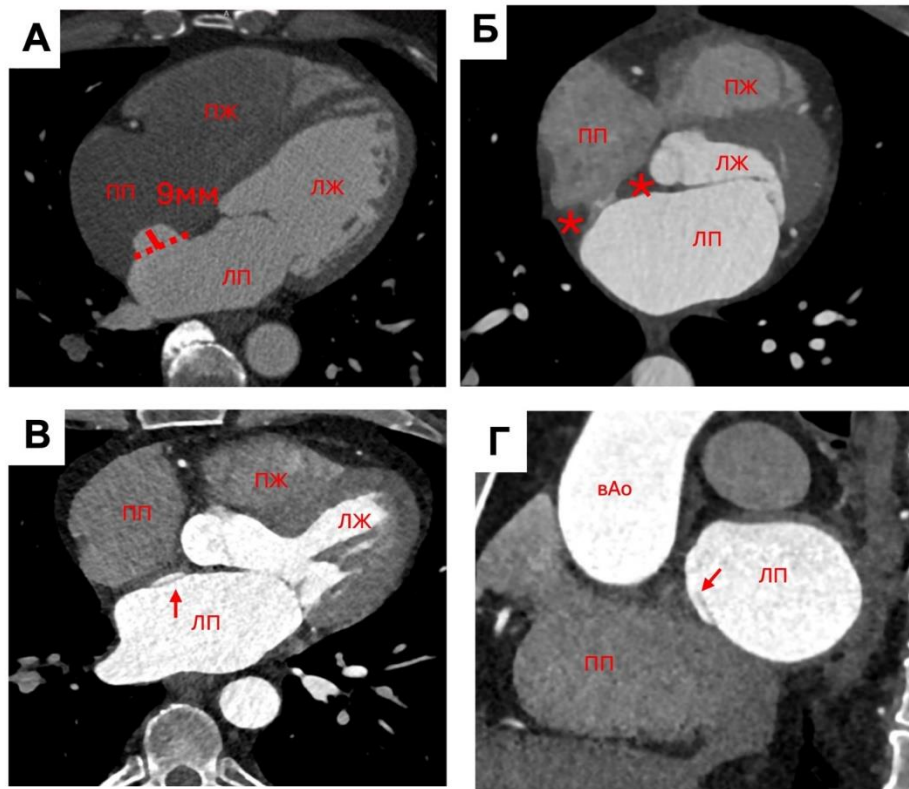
МСКТ-АГ ЛП, примеры особенностей строения МПП: А – аксиальная плоскость, визуализируется выпячивание в полость ПП, пунктиром приказана предполагаемое положение заслонки овального окна; Б – аксиальная плоскость, визуализируется липоматозная гипертрофия МПП, отмечается скопление жира в межпредсердной борозде (* - звездочки); В - аксиальная плоскость; Г - кососагиттальная плоскость, В и Г - неполное слияние компонентов перегородки с сохраненным углублением и «слепым карманом» (стрелки).
